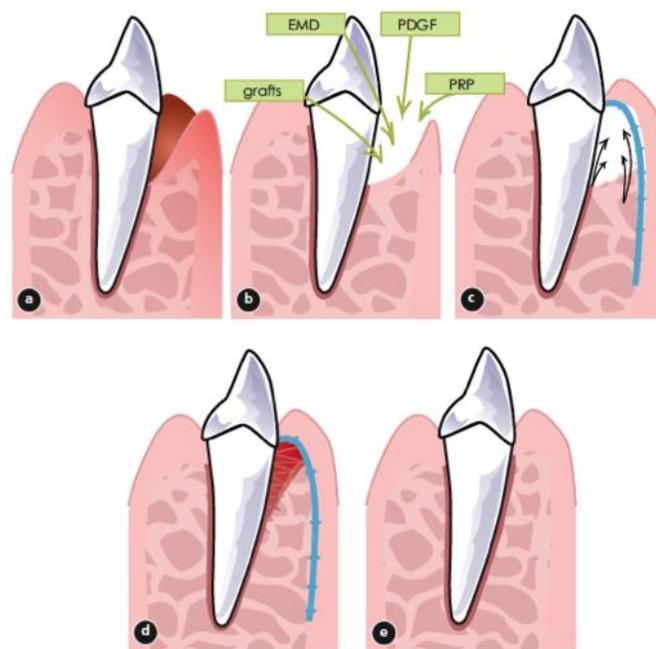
Enfoques actuales para regenerar defectos periodontales. a) Diente con defecto periodontal infraóseo. b) Opciones terapéuticas (Emdogain®, PRP). c) Membrana (azúl) para RTG. d) Integración del injerto y curación formando nuevo ligamento periodontal. e) Resultado final de la regeneración. <sup>H</sup>
